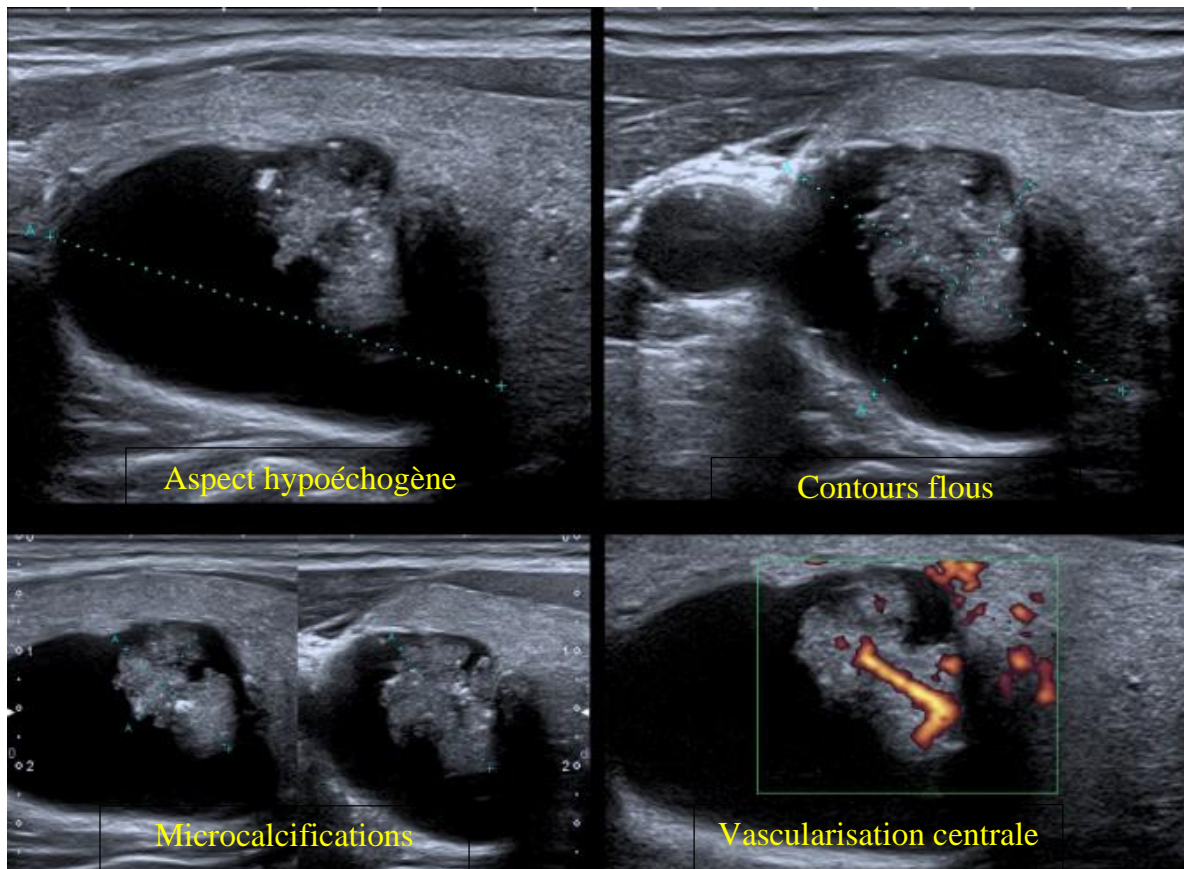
Aspects échographiques d'un nodule thyroïdien malin [113]
